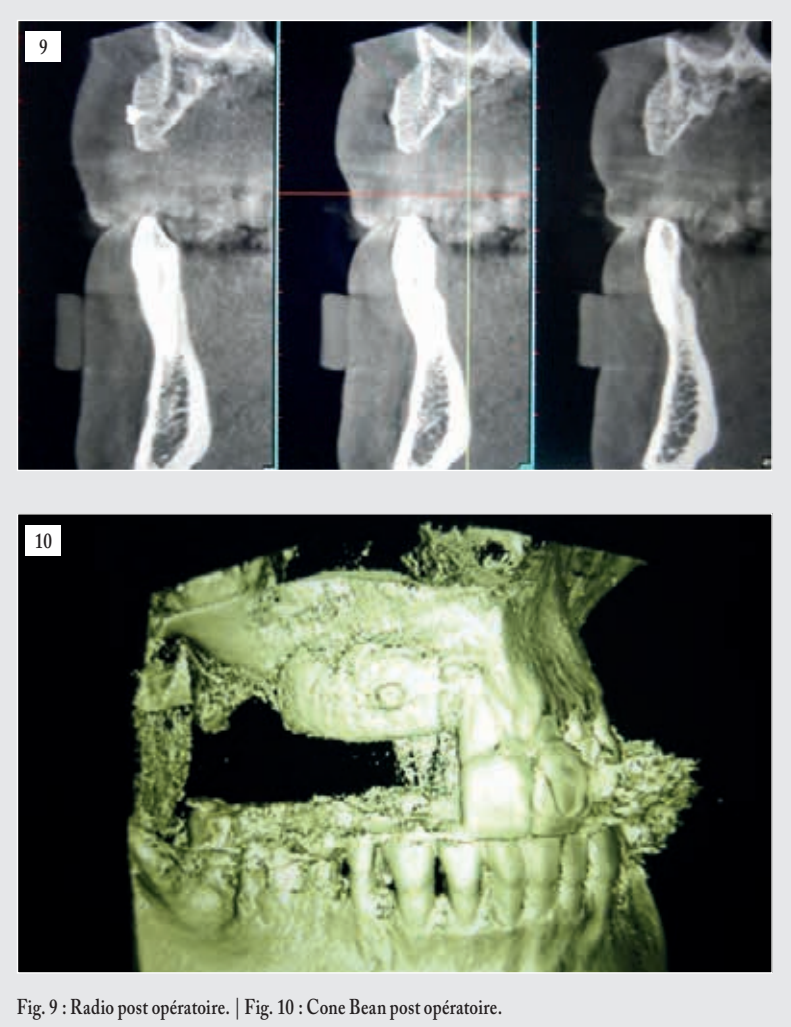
Radio post opératoire. | Fig. 10 : Cone Beam post opératoire.
